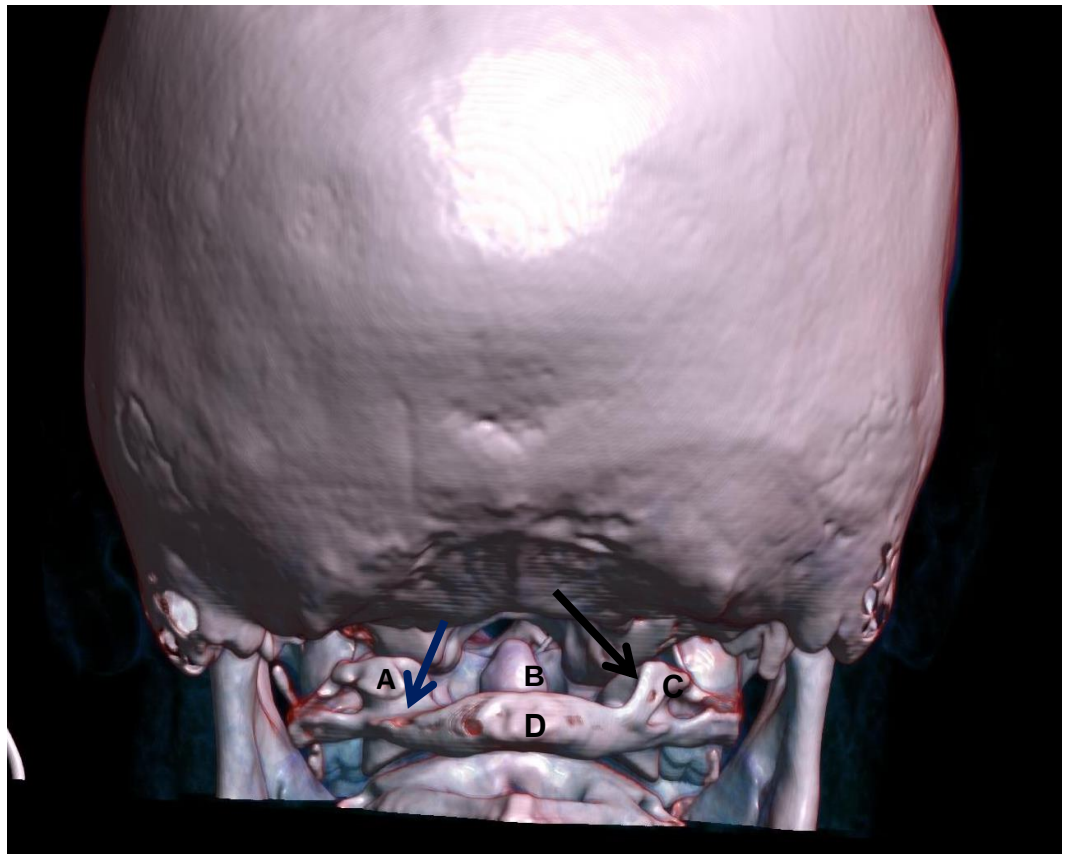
Czaszka i pierwszy kręg szyjny u dziewczynki w wieku 12 lat, w obrazie TK w rekonstrukcji 3D (VRT). Otwór łukowaty całkowity prawy (strzałka), A – mostek kostny tylny całkowity kręgu C1, B - łuk tylny kręgu C1.
